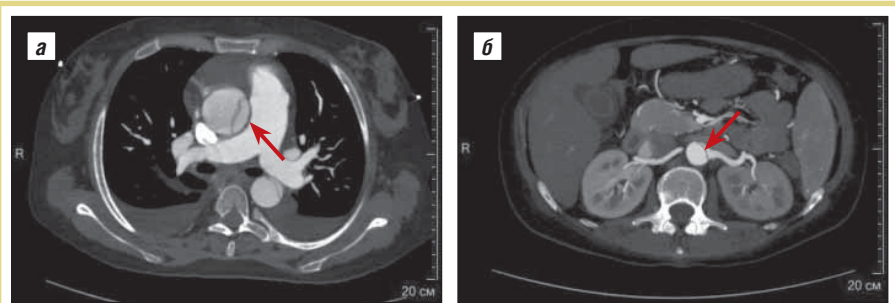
То же наблюдение (КТ, аксиальная проекция). Истинный просвет аорты (стрелка). Тромбирования истинного и ложного просветов не отмечено; а — уровень грудной аорты; б — уровень брюшной аорты, отхождения почечных артерий
